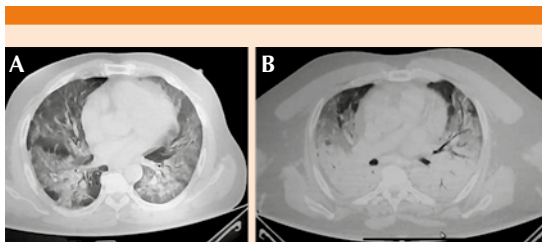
Cortes de tomografía axial computada de tórax en la que se observa: A. Parénquima pulmonar con lesiones en patrón de vidrio deslustrado en un paciente con COVID-19. B. Parénquima pulmonar de un paciente con COVID-19 y coinfección bacteriana causada por *Stenotrophomonas* sp.
